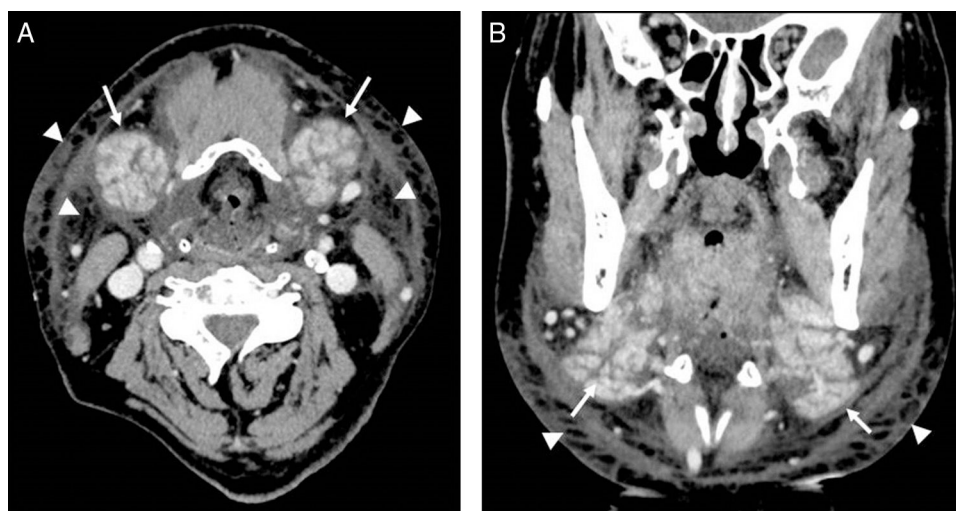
Imagen axial (A) y coronal (B) de tomografía computarizada cervical con contraste intravenoso en la que se observa marcado aumento de ambas glándulas submaxilares (flechas), que se muestran hipercaptantes y con engrosamiento de los septos glandulares. Se asocia a moderados cambios inflamatorios en la grasa circundante y en el tejido celular subcutáneo (puntas de flecha). No se visualizan colecciones definidas en la región cervical.
